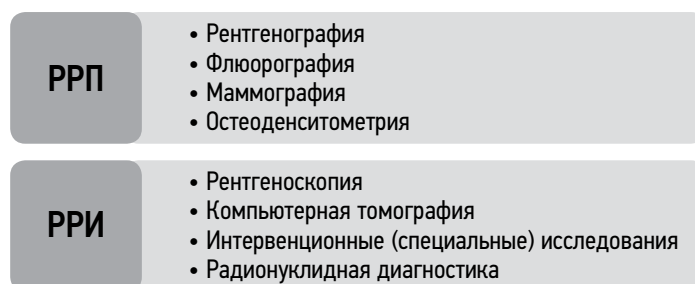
Разделение методов лучевой диагностики с использованием ионизирующего излучения на процедуры и исследования. РРП — рентгенорадиологические процедуры; РРИ — рентгенорадиологические исследования.
